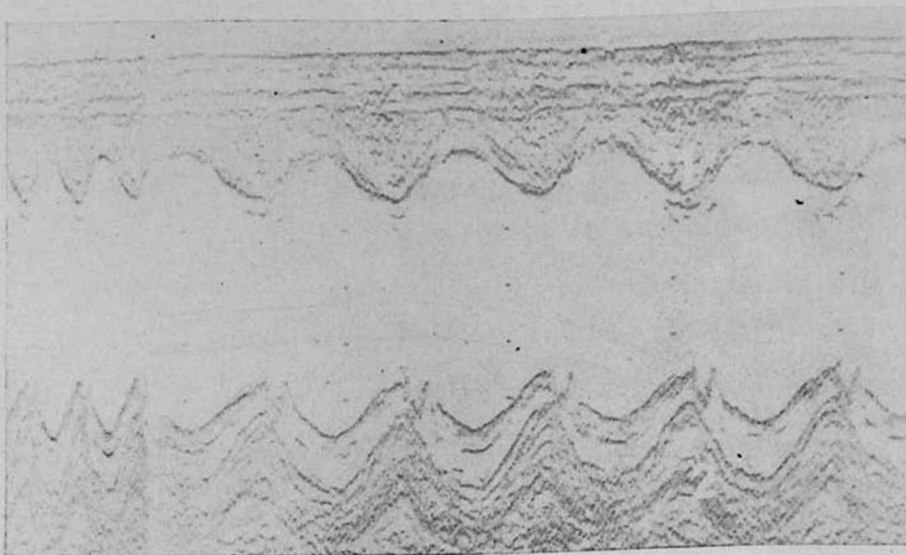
Эхокардиограмма полости левого желудочка. В верхнем участке данного и последующих рисунков отметчик времени через 0,5 сек. и электрокардиограмма. Расстояние между вертикальными точками на записи составляет 1 см глубины ткани. 1—межжелудочковая перегородка, 2—миокард задней стенки левого желудочка. Впереди миокарда задней стенки видны сухожильные нити митрального клапана. Скорость протяжки ленты 5 см/сек.
